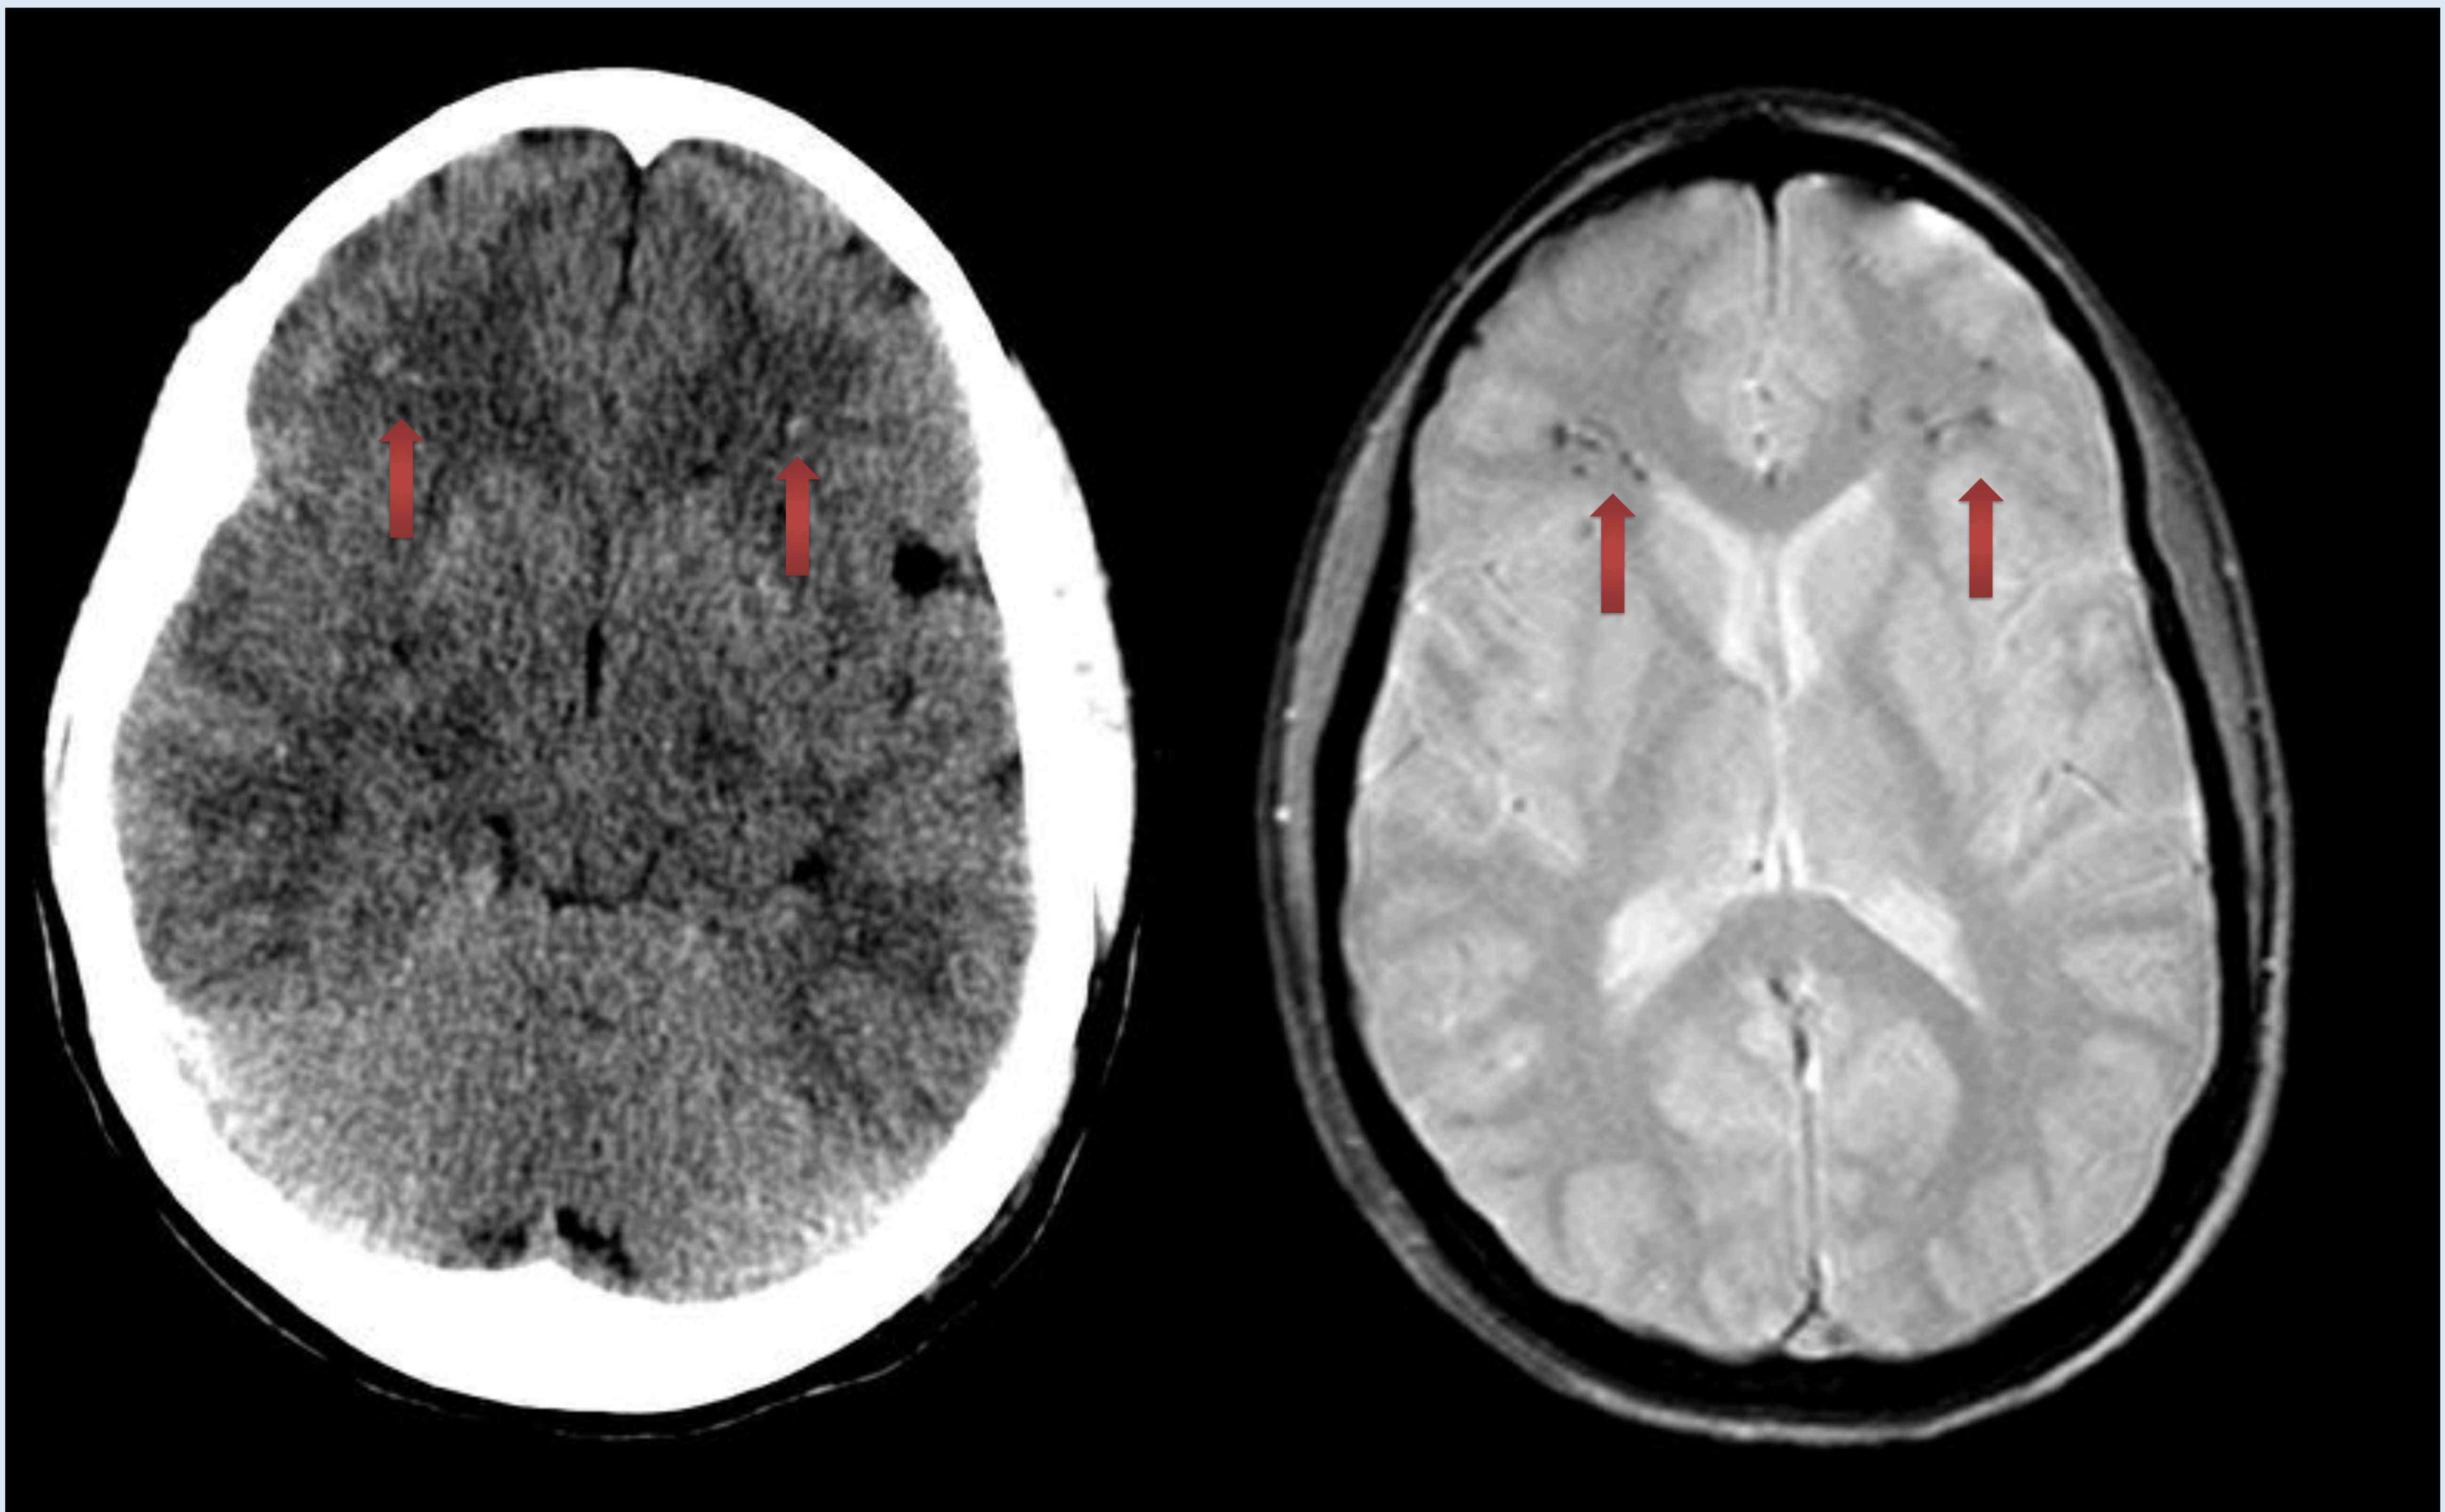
Lesión axonal difusa en TC y correlación con RM
